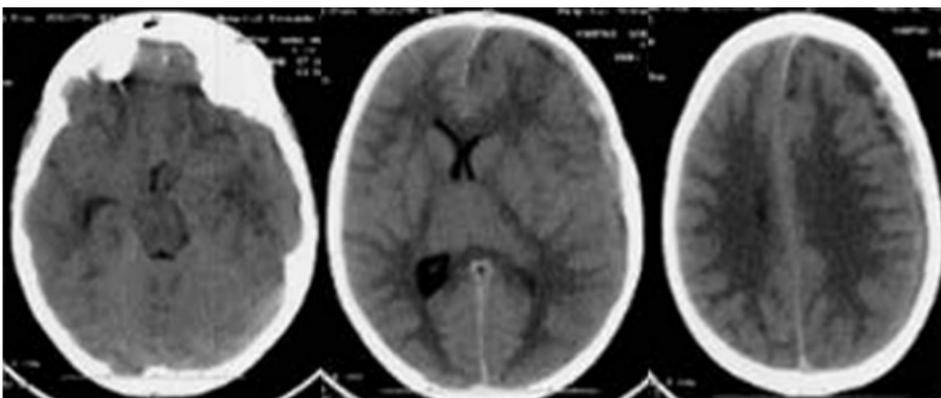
Imágenes de TC realizadas en el diagnóstico, la onda es visible en un empiema subdural heterogénea en la convexidad frontoparietal izquierda con extensión interhemisférica anterior, desgaste de la línea media y hernia uncal.
